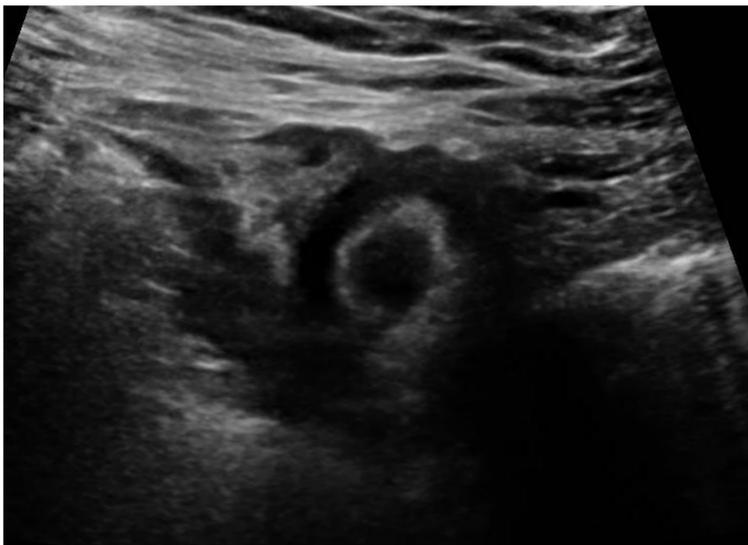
Ecografía en la que se aprecia engrosamiento mural del colon sin clara afectación de la grasa local. En este caso no pudo clasificarse por las características de la ecografía el tipo de colitis.
